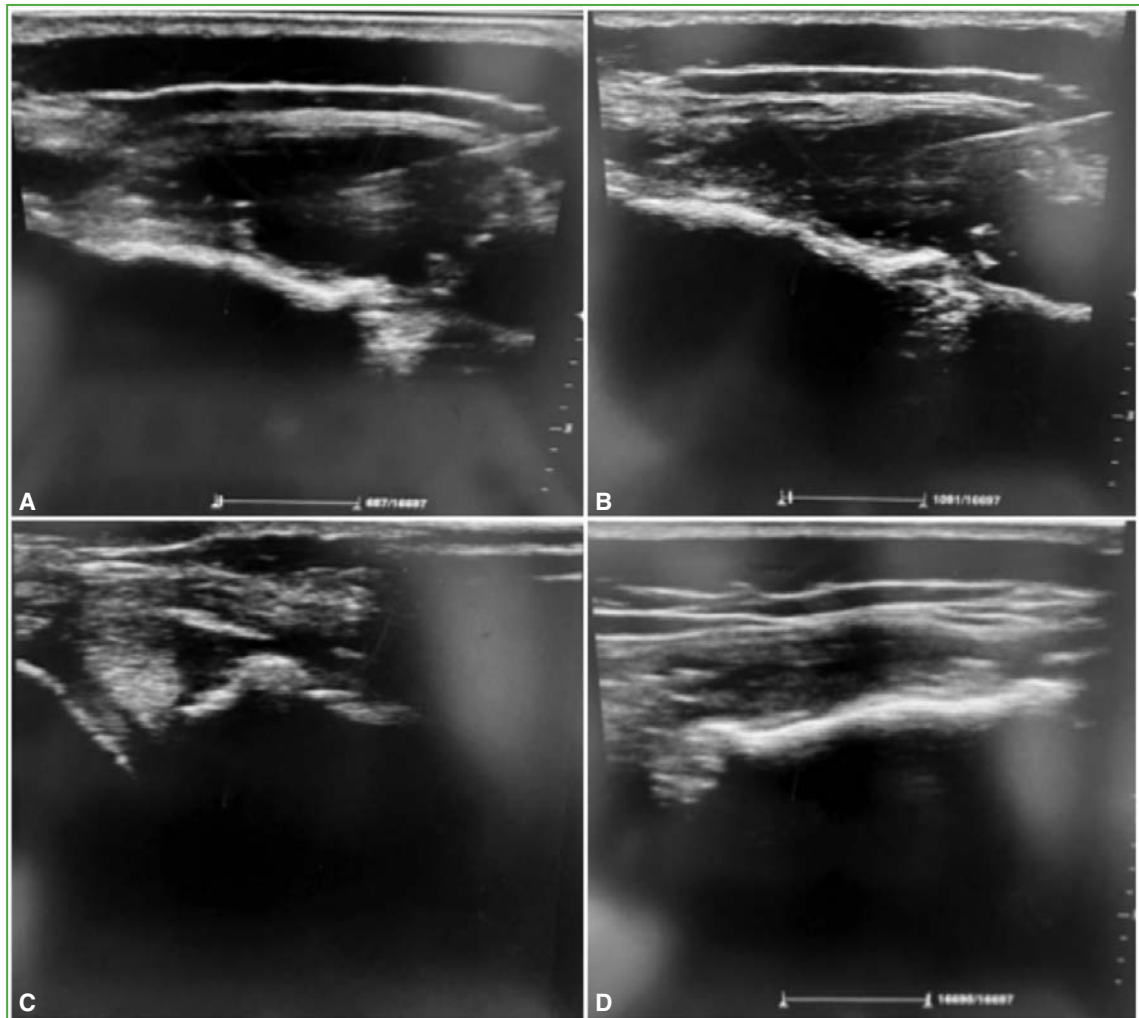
A y B. Punción y drenaje del ganglión pretibial en la región anteromedial, guiados por ecografía. C y D. Ganglión tras la punción y el drenaje.
